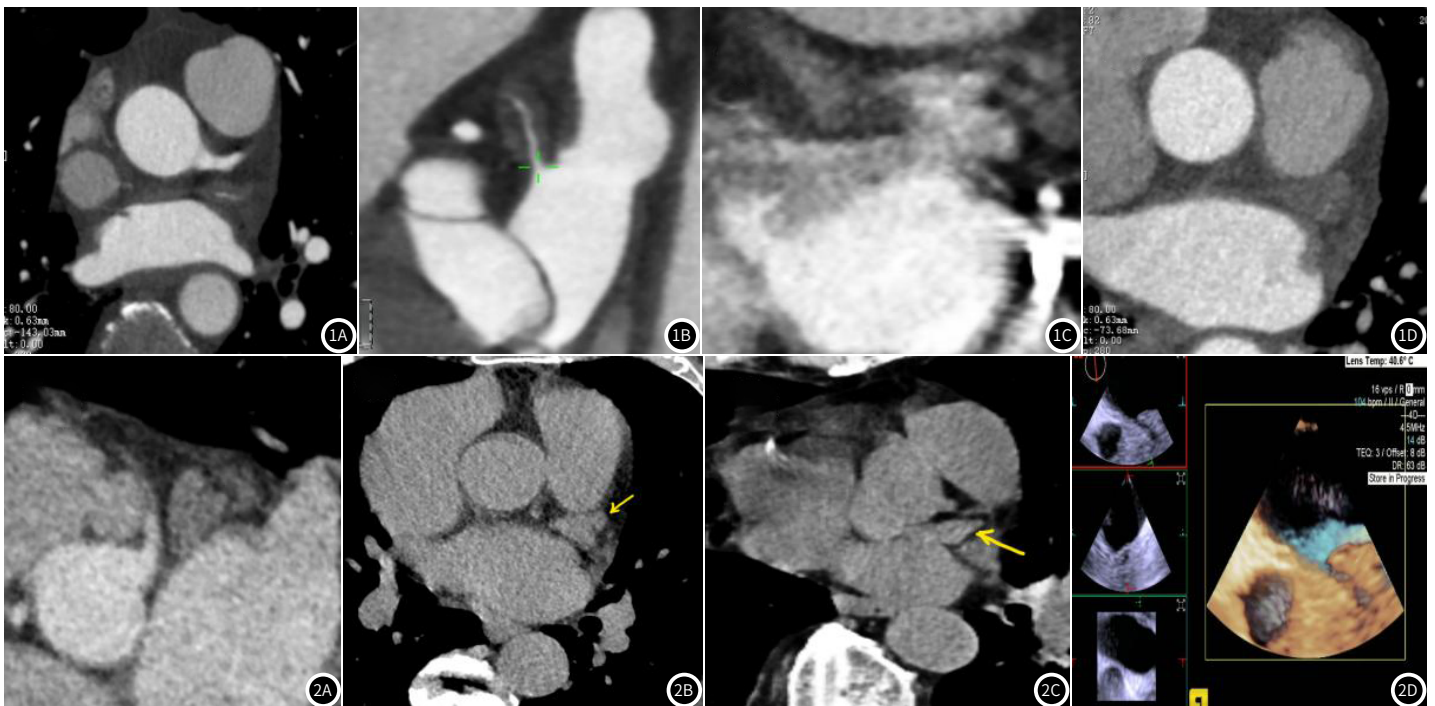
图1D 肺静脉期CT轴位,箭头指向左心耳线样对比剂充盈,周围环绕低密度影为肥厚的肌小梁(1A);斜矢状位显示拇指线样左心耳腔,其内对比剂细线样充盈,周围环绕的肌小梁厚度明显大于左心耳腔(1B)。延迟期冠状位显示菜花状左心耳,对比剂充盈范围较肺静脉期明显扩大(1C);平扫显示左侧房肺沟内左心耳拇指状结构存在(1D)。
